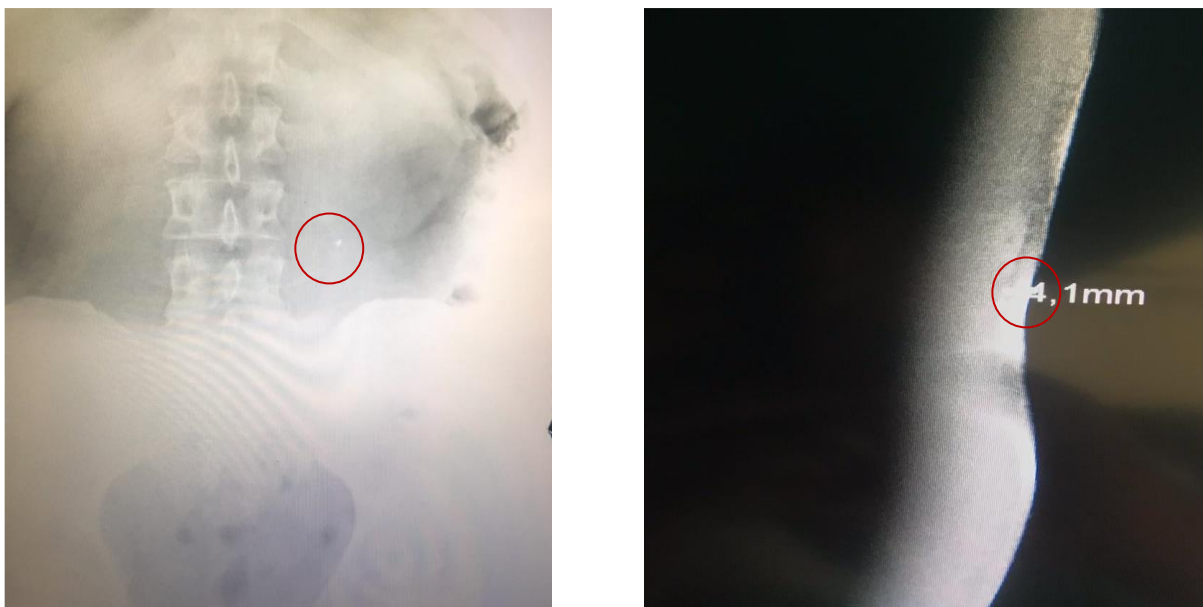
Рентгенографія органів черевної порожнини в прямій та боковій проекції
